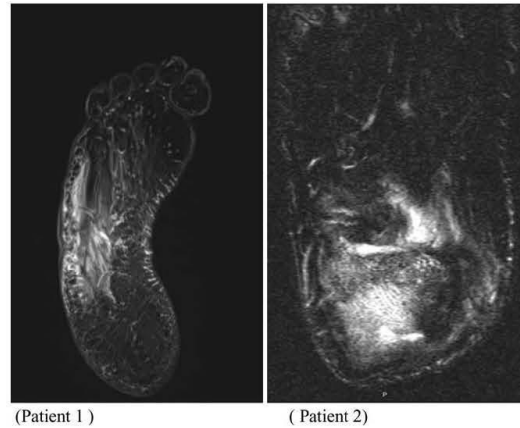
MRI (T2 weighted) showing osteomyelitis of the right foot. MRI indicates magnetic resonance imaging.
